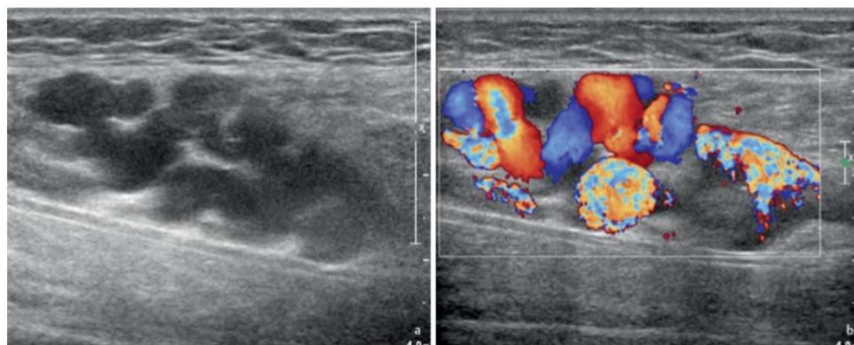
Ultrasonido de MAV muestra vasos ectásicos y dilatados.
